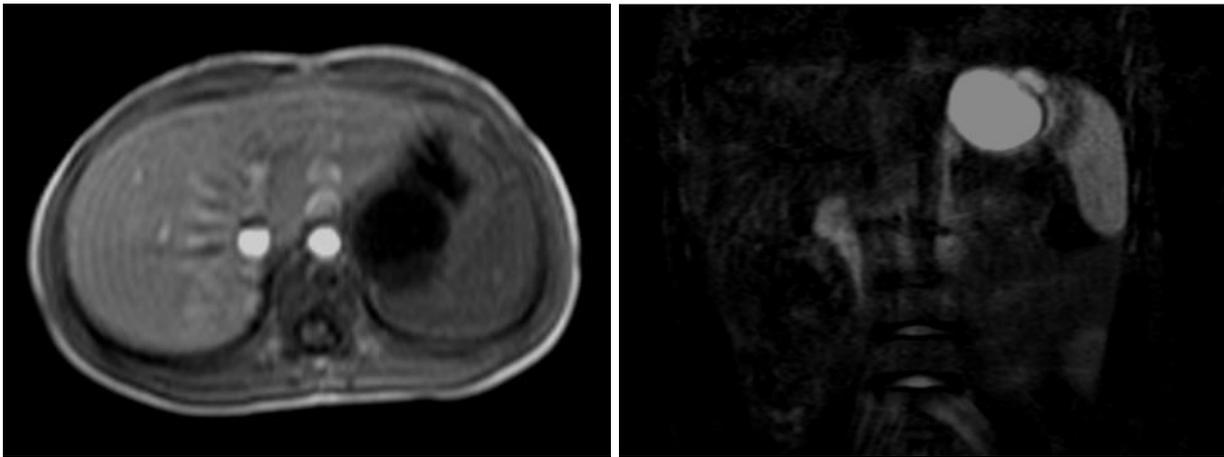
МРТ брюшной полости пациента Т., 6 лет, аксиальная проекция в T1-ВИ, фронтальная проекция в T2-ВИ с fs. В области желудка выявляется кистозная дупликация
